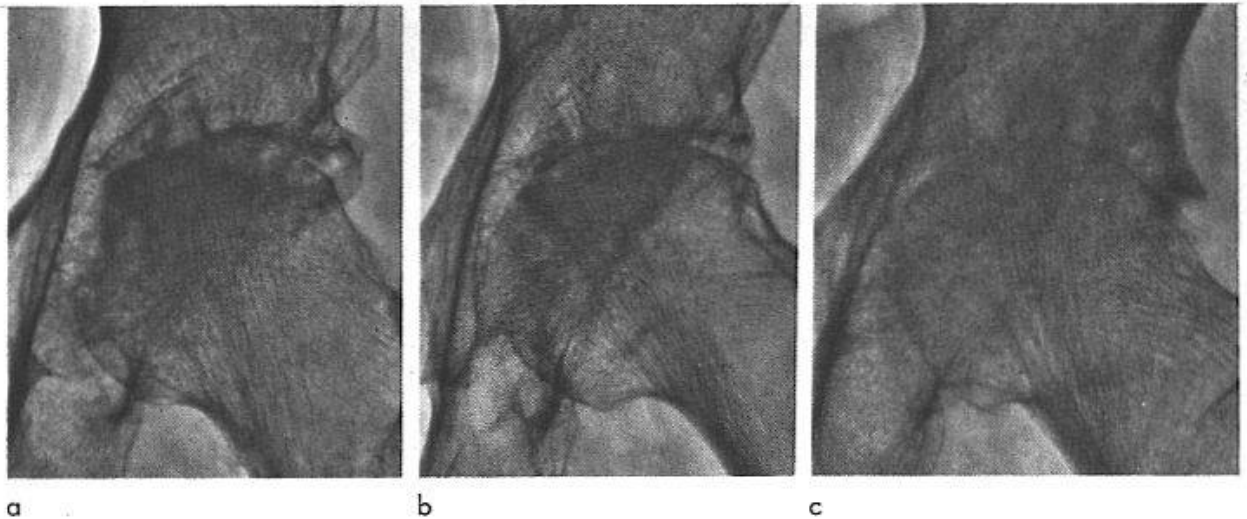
Radiographies comparatives de trois coxopathies (hanche gauche). - a) Ochronose (femme de 64 ans - même cas que pour la Fig. 1 - radiographie du 20.5.68). - b) Polyarthrite rhumatoïde (femme de 73 ans - cas M.E. - radiographie du 29.12.65). La maladie évoluait depuis 5 ans. - c) Arthrose (femme de 77 ans - cas B.B. - radiographie du 26.4.61). Après cette radiographie l'arthrose est devenue érosive en deux ans et protrusive en cinq ans.
